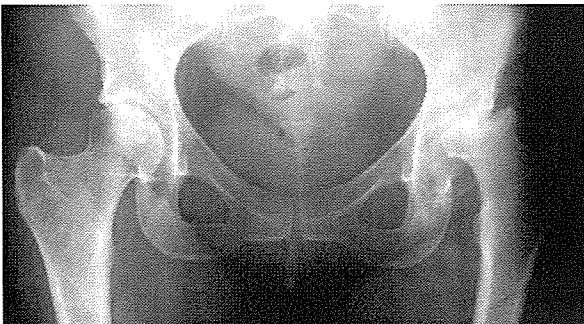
図4注入後3ヶ月の単純X線では、骨頭外側に著明な圧潰と骨頭の外側への亜脱臼を認める。
